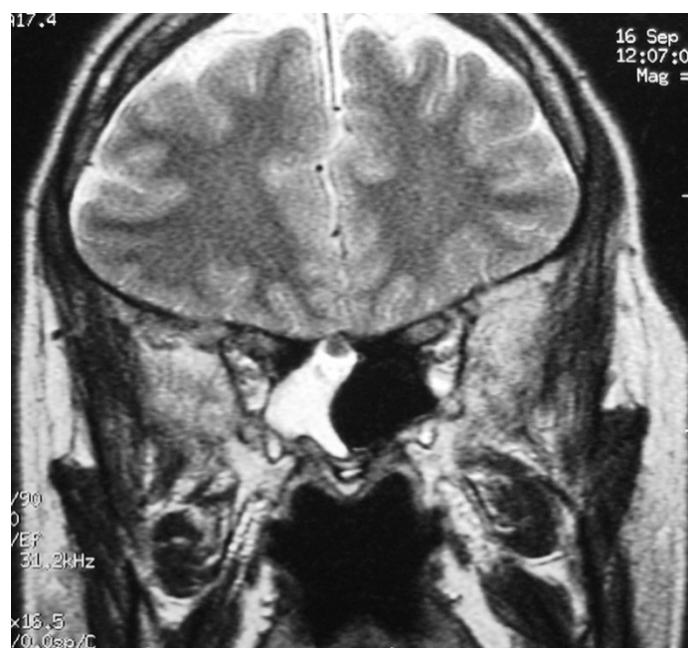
IRM cérébrale en coupe coronale en sp T2 objectivant un hypersignal du LCS comblant l'hémisinus sphénoïdal droit signalant la présence d'une brèche a ce niveau sans signe direct de son identification (observation N°3).
